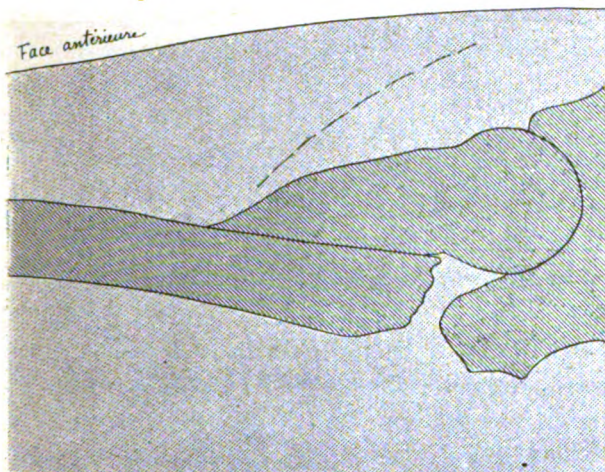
Radiographie d'une fracture trochantérienne en hyper-correction.
